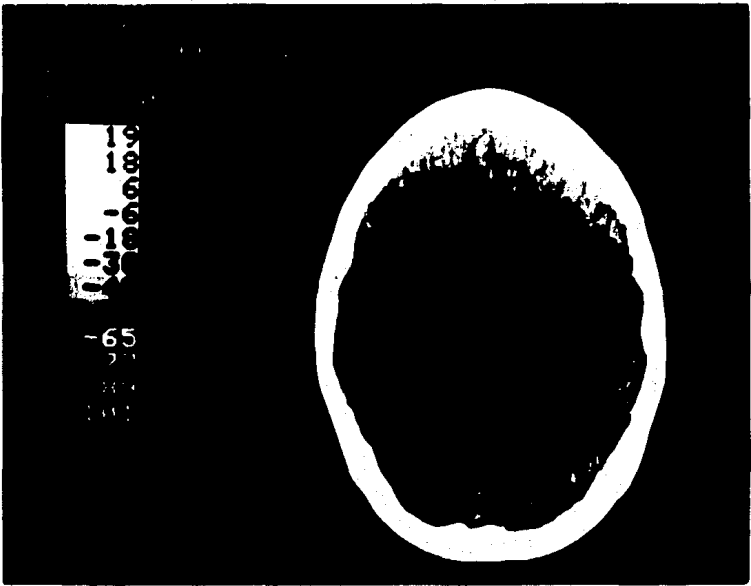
TAC de cráneo de paciente femenina de 26 años de edad con Pseudotumor Cerebri, en el que se aprecia parénquima cerebral normal y ventrículos pequeños.
